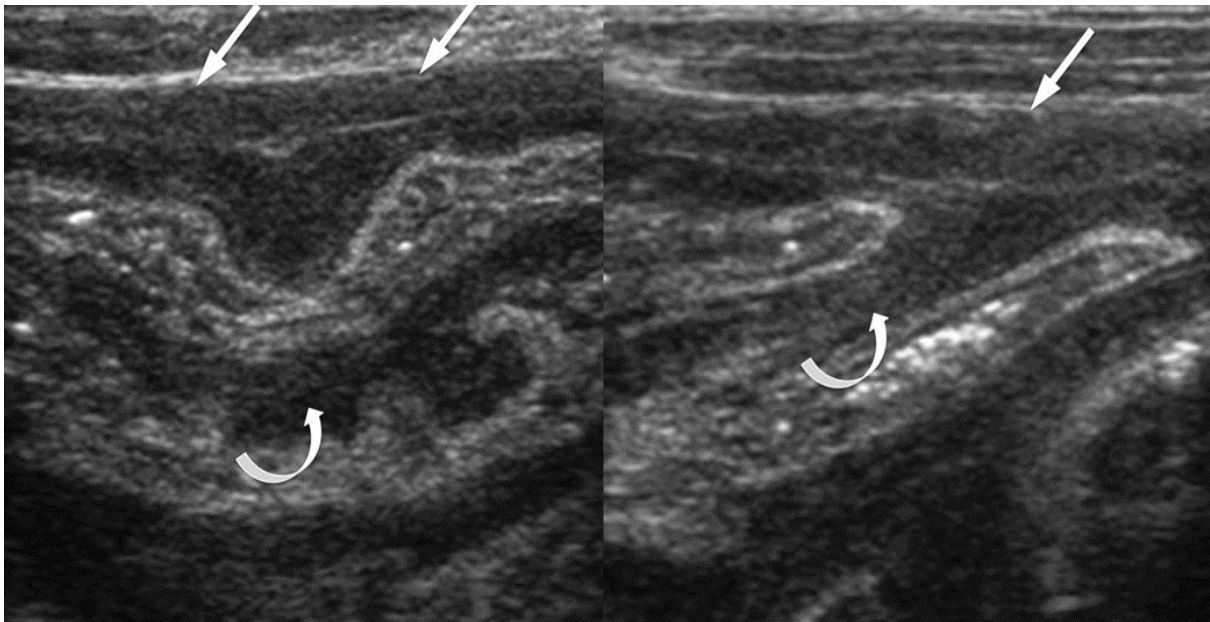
une échographie objectivant un épaissement hypoéchogène du péritoine viscéral des intestins grêles (flèche courbe) avec agglutination des anses intestinales et une atteinte de péritoine pariétal associé (flèche droite) [113].
